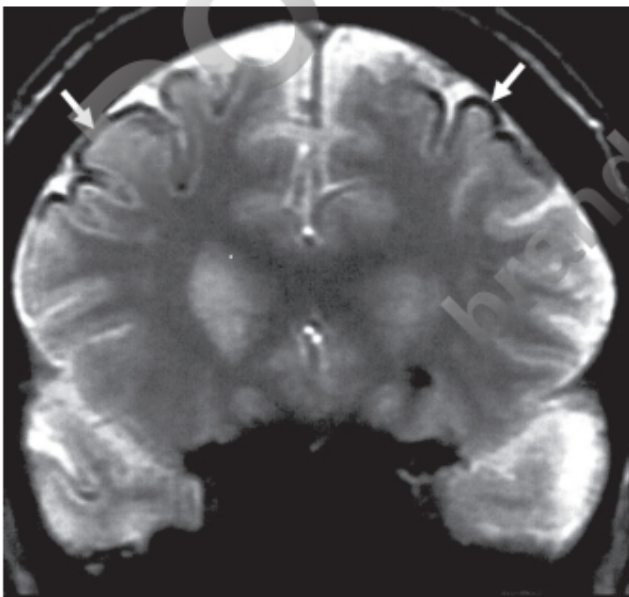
Siderosis marginal. RM en la que se observa hiposeñal de las meninges y de la corteza cerebral por el depósito de hemosiderina.
